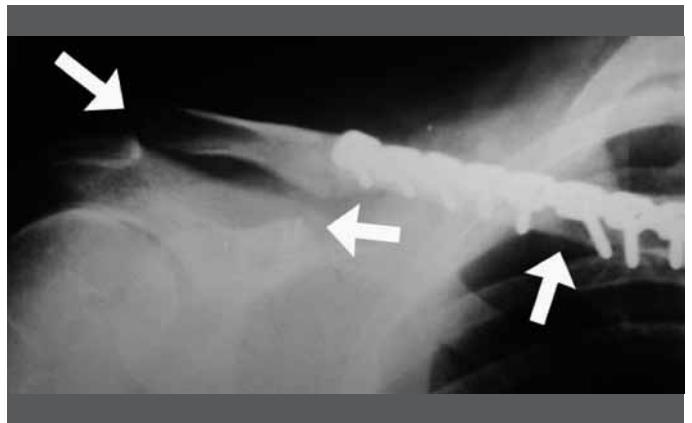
Radiografia realizada no 2º mês de pós-operatório. Subluxação da articulação acromioclavicular e consolidação anatômica da fratura clavicular.
